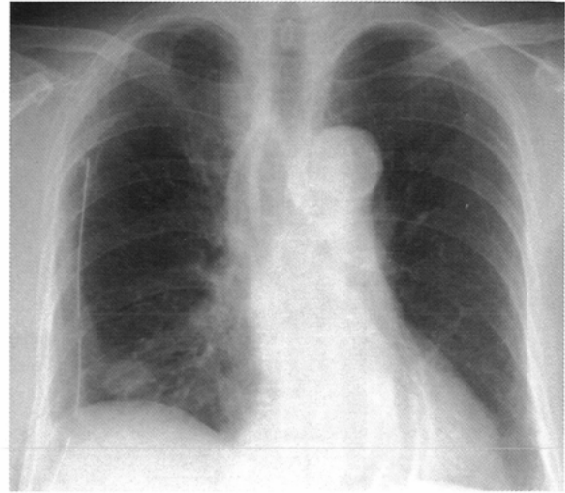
Chest radiograph on March 11.
